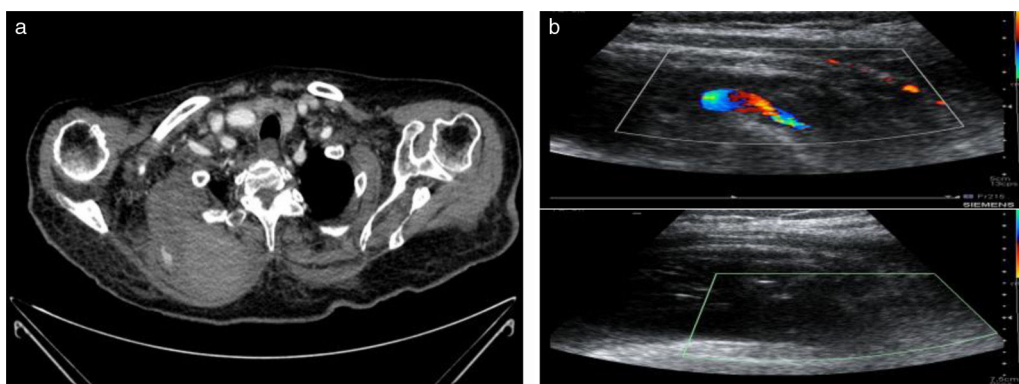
a) TC de cuello y tórax con CIV. Hematoma cervical derecho con imagen sugestiva de pseudoaneurisma dependiente de una rama arterial de la arteria subclavia derecha. b) arriba: eco-Doppler. Imagen de pseudoaneurisma; abajo: eco-Doppler tras tratamiento con trombina. No se aprecia flujo por trombosis completa del pseudoaneurisma.
